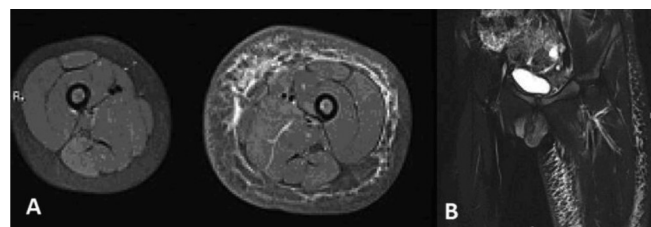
Дівчинка П., 3 роки. Первинна лімфедема лівої нижньої кінцівки. МРТ в режимі Т2-STIR: А – аксіальна проекція, В – фронтальна проекція. Потовщення та набряк підшкірної клітковини у вигляді «медових стільників»
